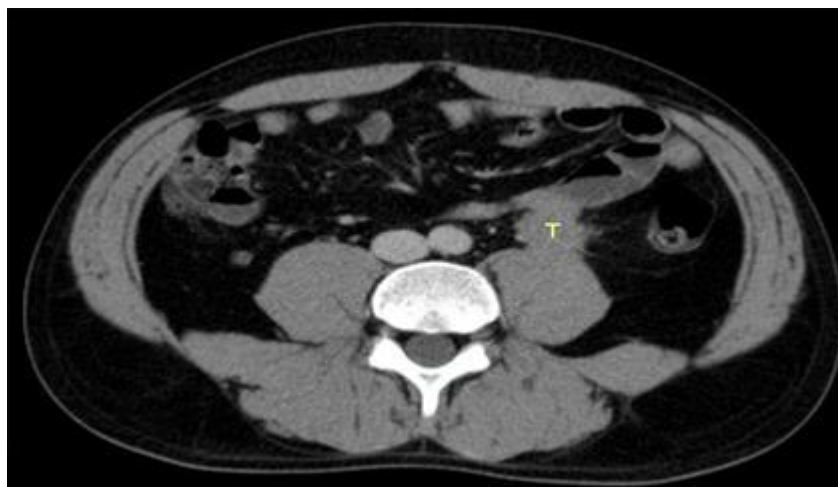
TC donde se observa tumor de 26 x 29 mm retroperitoneal.
